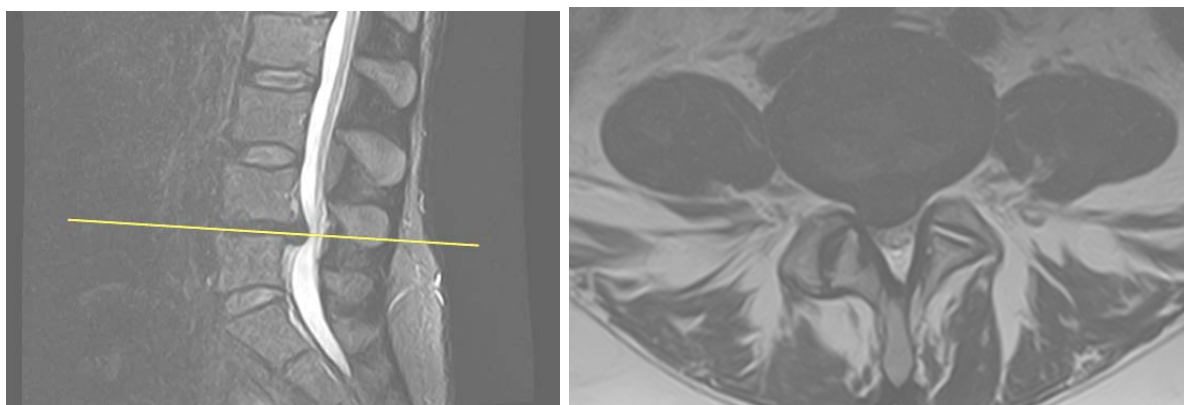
МРТ поясничного отдела до 1 операции в сагиттальной и аксиальной проекциях
